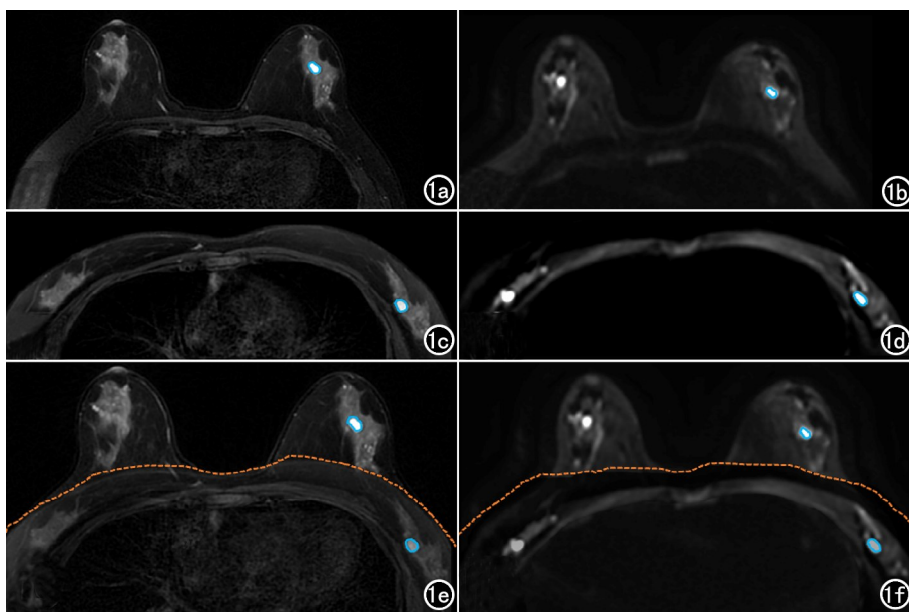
女,49 岁,仰卧位和俯卧位的图像。图像中蓝色圆圈为患者的病灶,类圆形长  $T_2$  信号灶,伴弥散受限。a) 俯卧位  $T_2$  图像;b) 俯卧位 DWI 图像;c) 仰卧位  $T_2$  图像;d) 仰卧位 DWI 图像;e) 仰卧位和俯卧位图像软件合成的  $T_2$  图像,黄色虚线为皮肤边界;f) DWI 图像的合成图。
